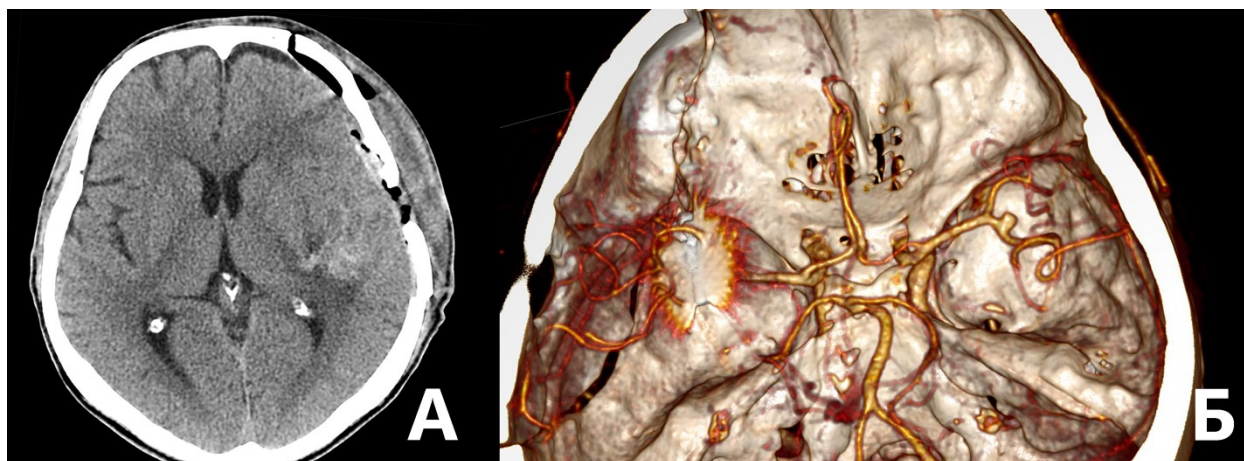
На контрольной МСКТ-АГ от 17.02.16 — определяются послеоперационные изменения в левой лобно-височной области. Небольших размеров геморрагическая имбибиция задних отделов левой височной доли. Дислокация срединных структур менее 2 мм. Данных за послеоперационные геморрагические и ишемические осложнения не отмечено. Желудочковая система не расширена. Признаков контрастирования аневризмы СМА слева нет. Определяется маленьких размеров аневризма правой СМА.
